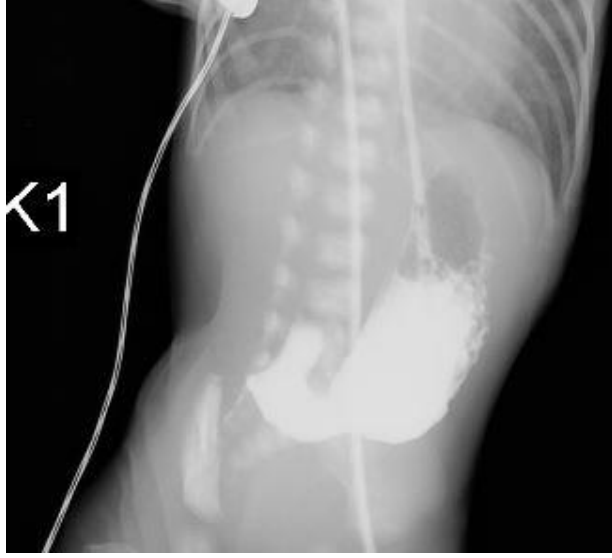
Olgu 2: Duodenal atrezi: Baryumlu grafide mide ve bulbusda "çift hava; Double bubble" görünümü
